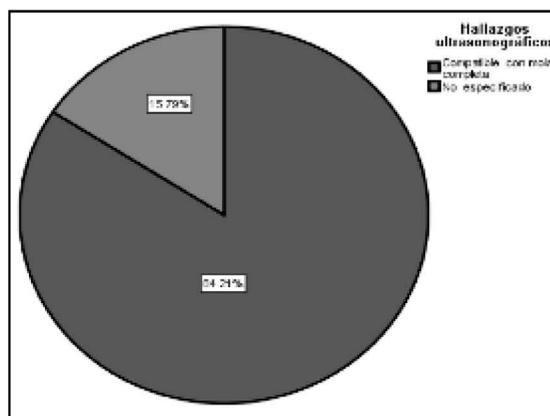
Hallazgos ultrasonográficos en las pacientes que acudieron al hospital Civil Antonio González Guevara con diagnóstico de ETG. Periodo comprendido del 2009-2012.
